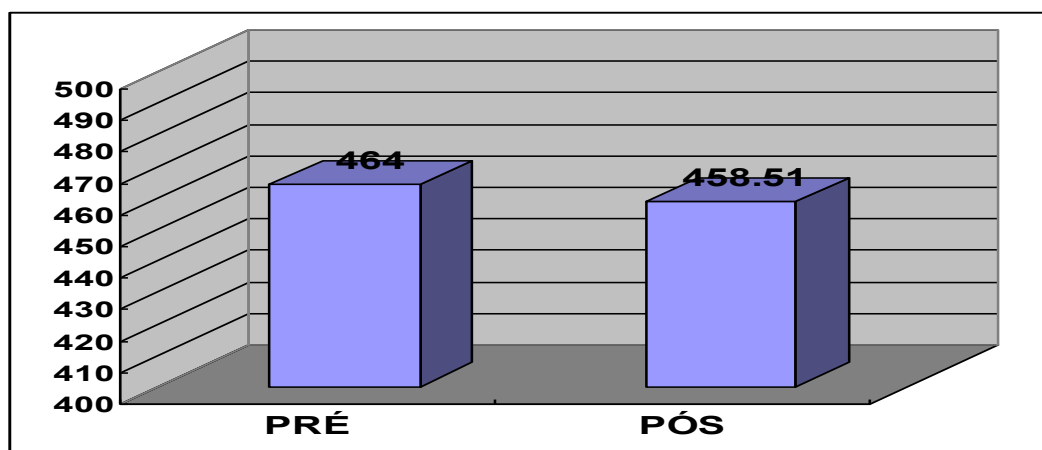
Média da distância percorrida do TC6' pré e pós-programa de fisioterapia.
